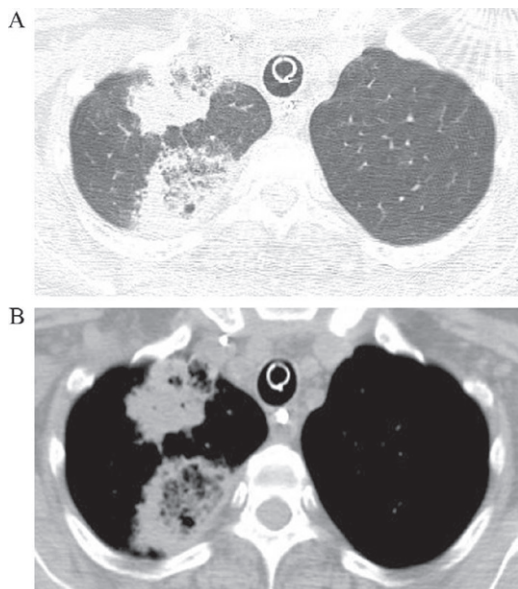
Mulher, 51 anos, com aspergilose pulmonar invasiva. TC axial em janela de pulmão (A) e mediastino (B) mostrando duas lesões com SHI no lobo superior direito, com paredes irregulares e espessadas. Observe o padrão reticular dentro do halo invertido da lesão posterior.
